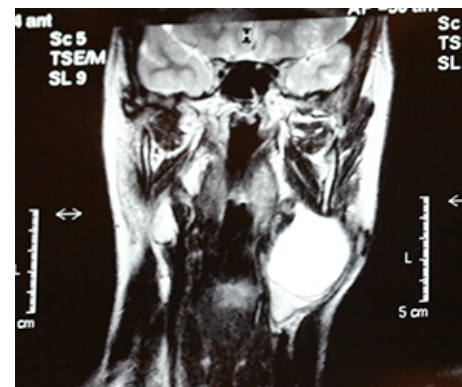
Resonancia magnética de linfangioma cervical.
